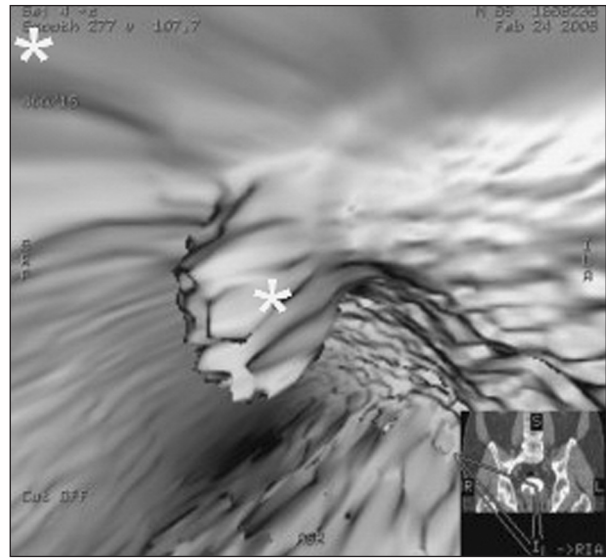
Cistoscopia virtual mediante TAC. Visión endoscópica de un tumor urotelial vesical (asterisco).
